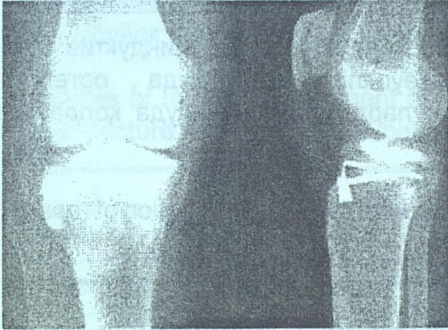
Рентгенограмма остеосинтеза Г-образной пластиной
